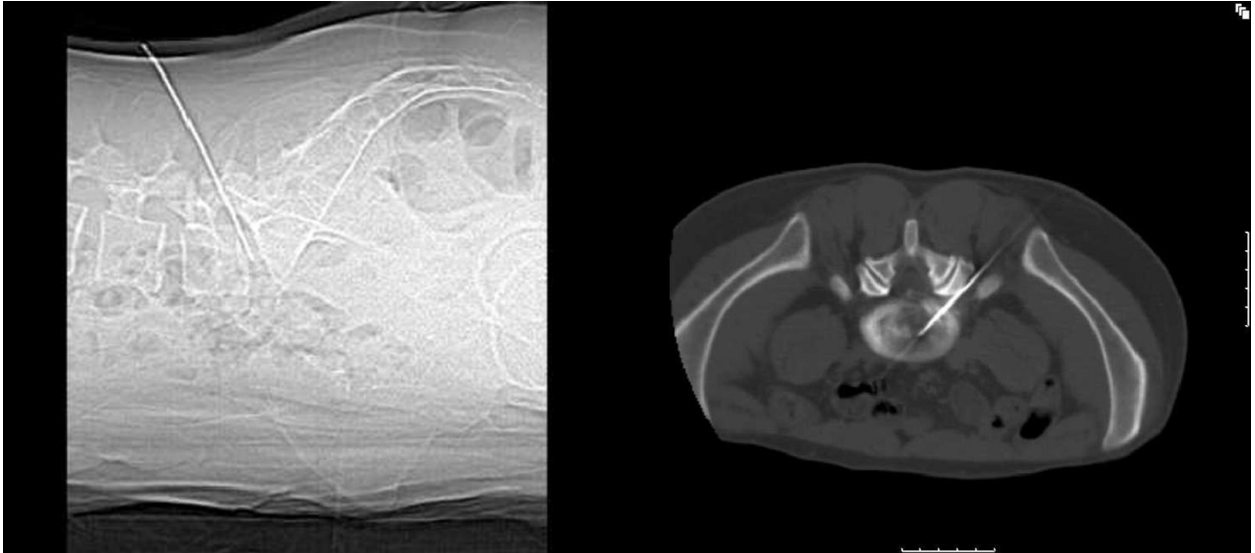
Kanülenposition-Bildverstärkeraufnahme (links), Kanülenposition mit Kontrastmittelinjektion CT-Aufnahme (rechts)
